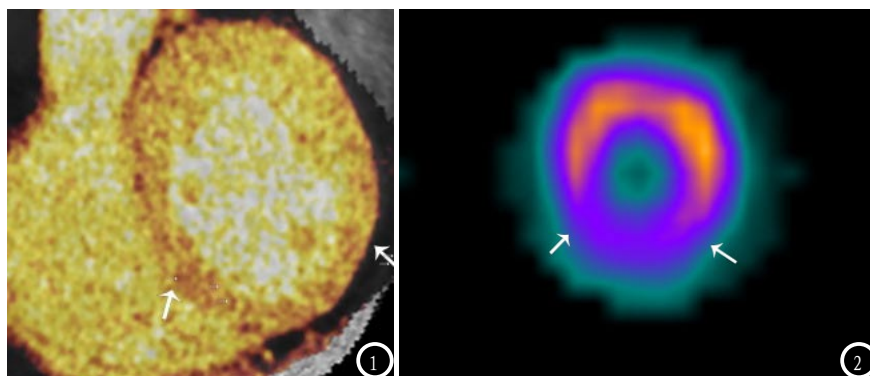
DSCT双能量心肌碘分布图显示下壁为主的心肌灌注缺损。图2 同一病例SPECT显示心肌灌注缺损范围与DSCT相仿(两箭头间)。
